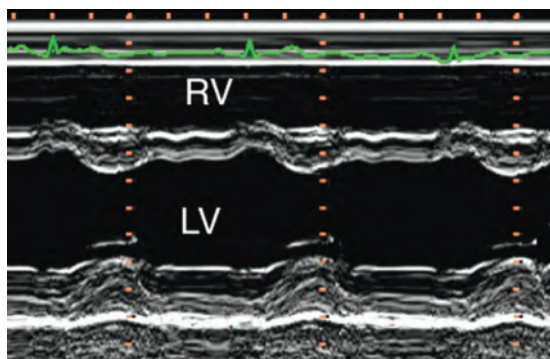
М-модальная эхокардиограмма левого желудочка на уровне створок митрального клапана. RV — правый желудочек; LV — левый желудочек.
